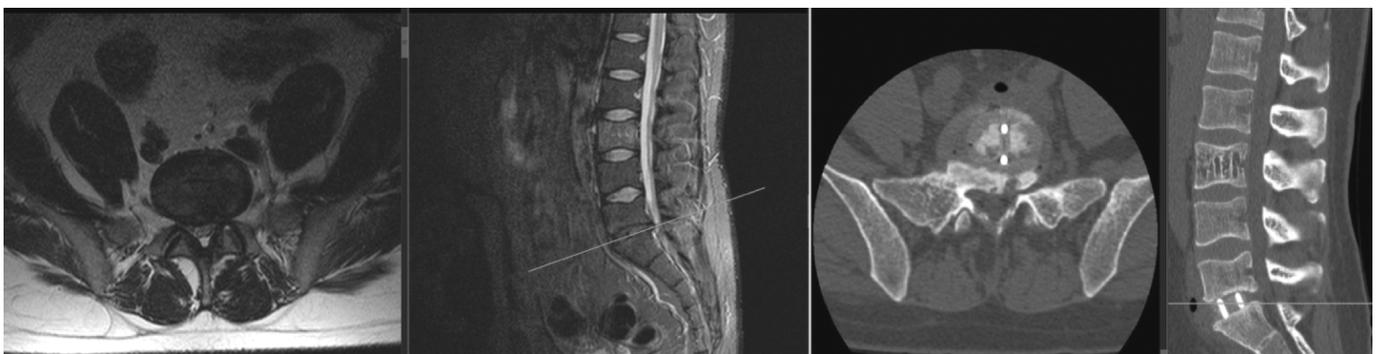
ALIF. Результаты МРТ до операции и послеоперационный КТ контроль
